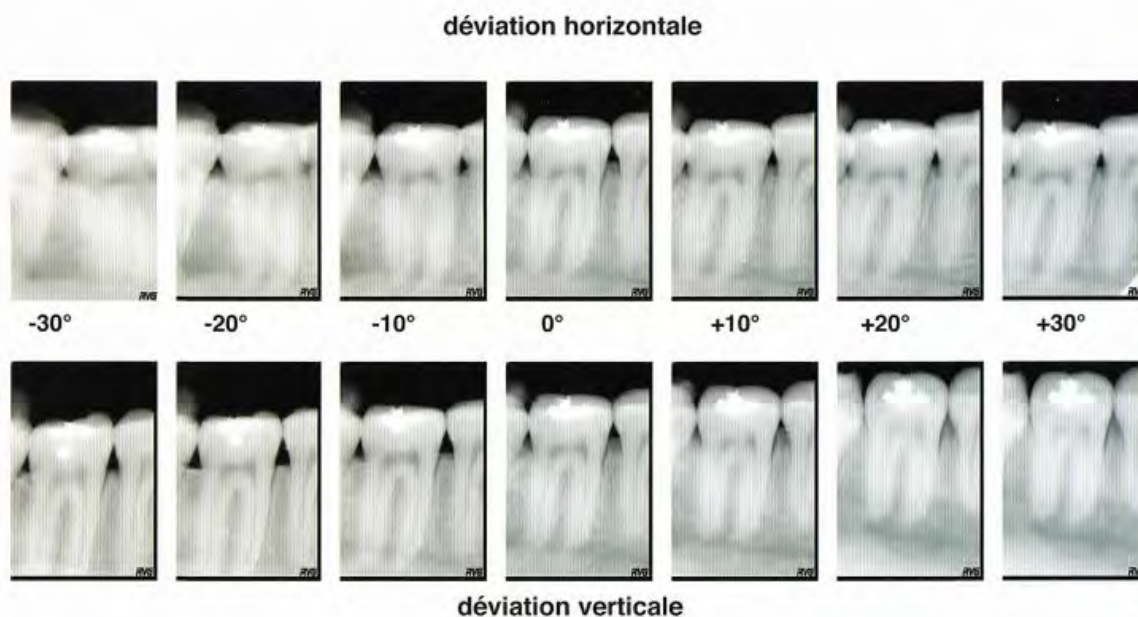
Incidences de prises de vues et déformations des images radiographiques (Georget, Conigliaro 2012) (12)
